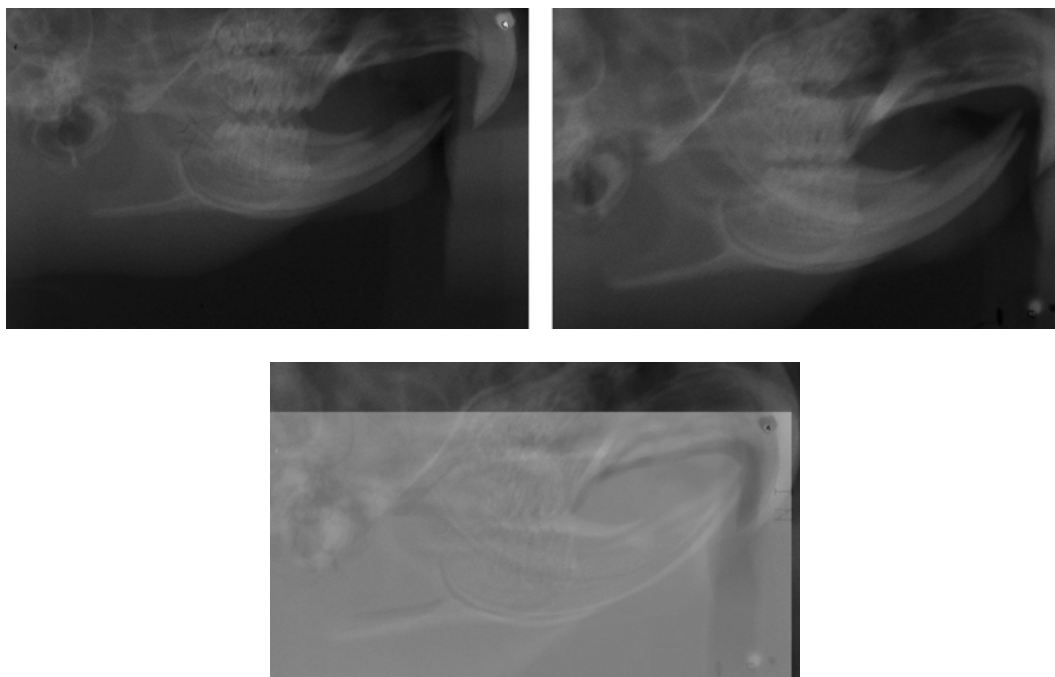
Radiografias inicial e final de um dos animais do grupo controle e a respectiva subtração, onde se observa discrepância de tamanho entre as imagens.
